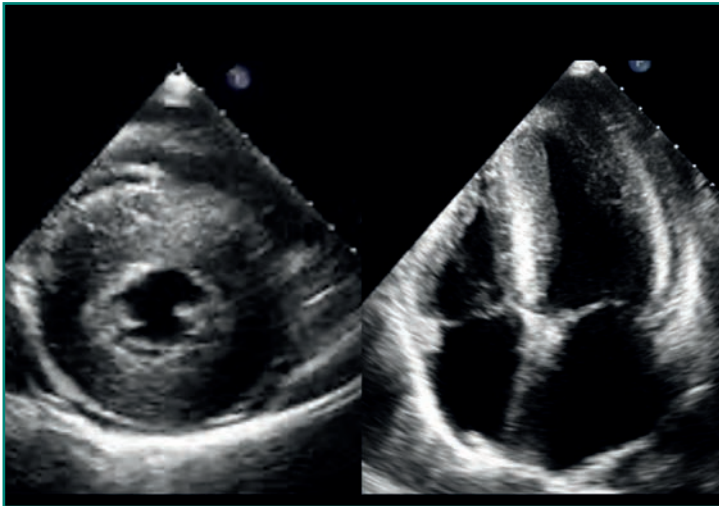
Ecocardiograma de paciente con hipertrofia ventricular grave concéntrica simétrica secundaria a HTA.
